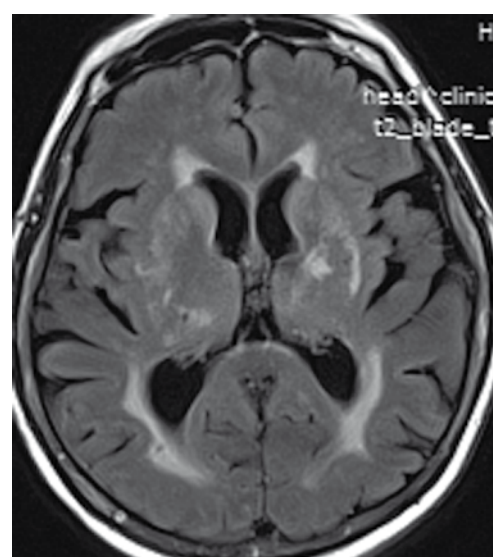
МРТ головного мозга у пациента с АГ
